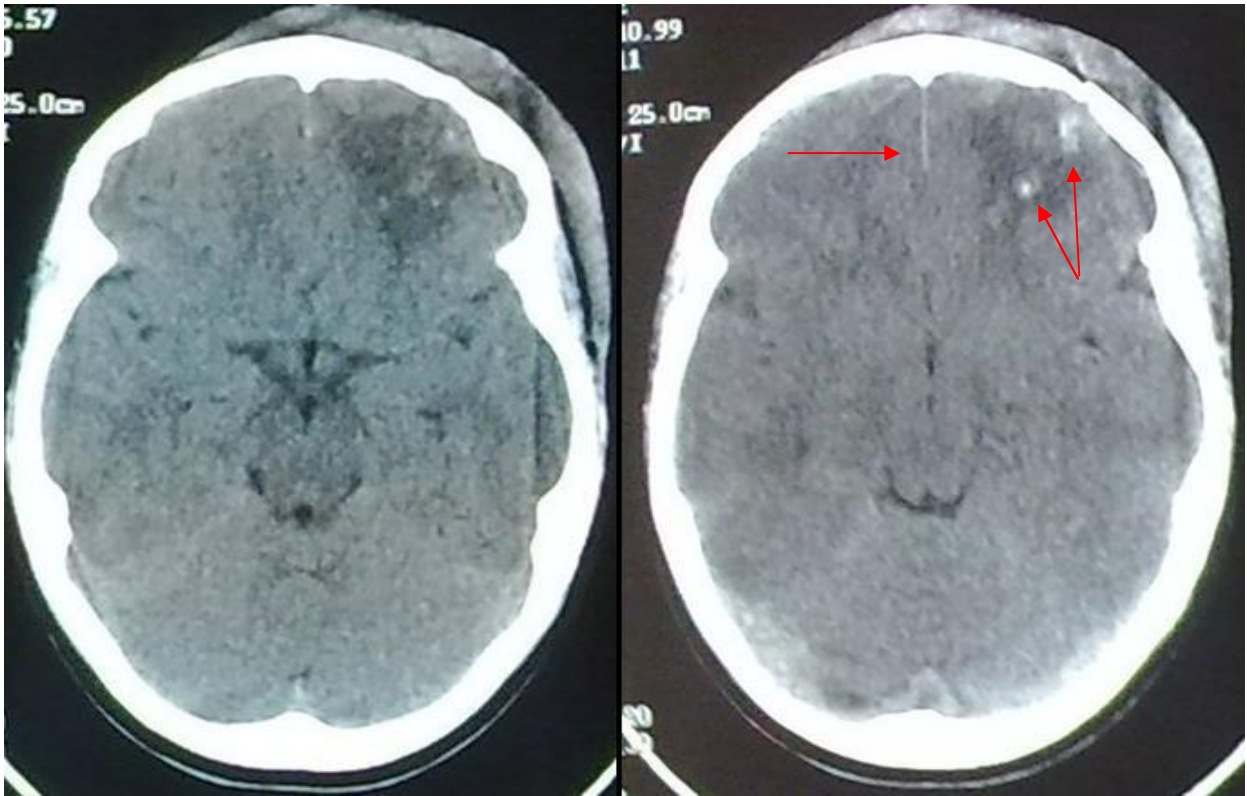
Coupes axiales d'une TDM montrant des foyers de contusions cérébrales frontales avec œdème périlésionnel, associées à une discrète hémorragie méningée (patient de 12 ans victime d'une chute)
